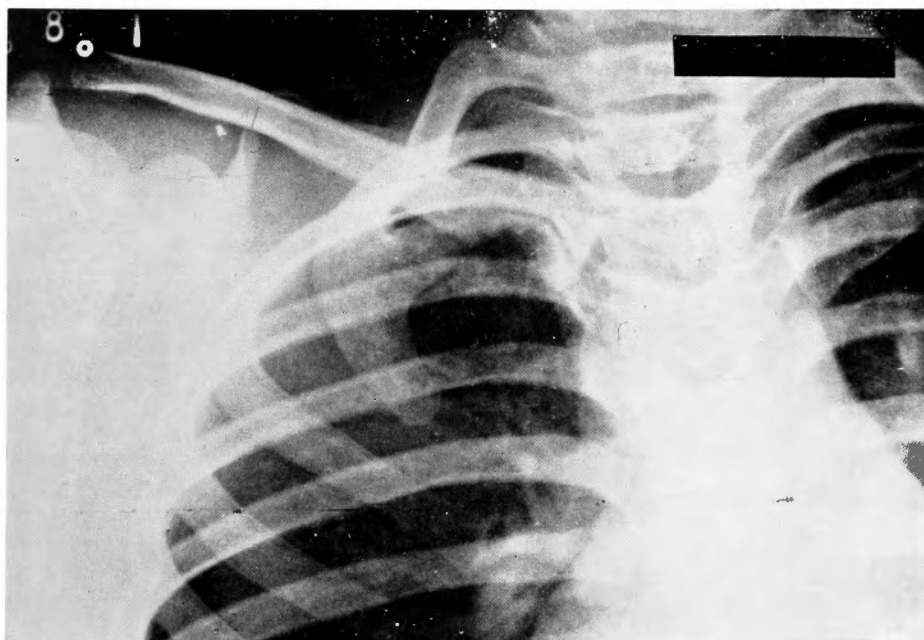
Radiographie du thorax supérieur de face en incidence P. A. montrant l'image en lacune de la clavicule. Les première et deuxième côtes droites présentent la forme bizarre.
